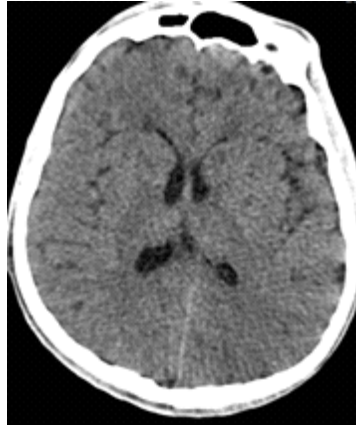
Tomografía axial computarizada, corte axial del cráneo. No se observa lesiones en parénquima ni dilatación ventricular.
